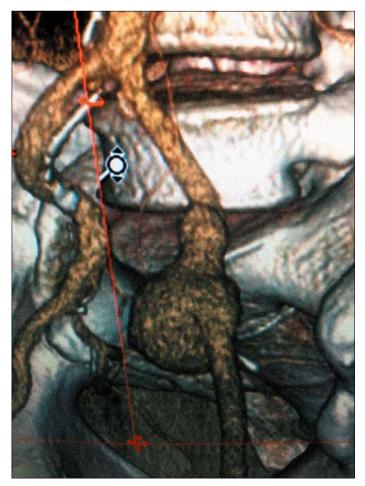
Мультиспиральная компьютерная томография-ангиография-1.
